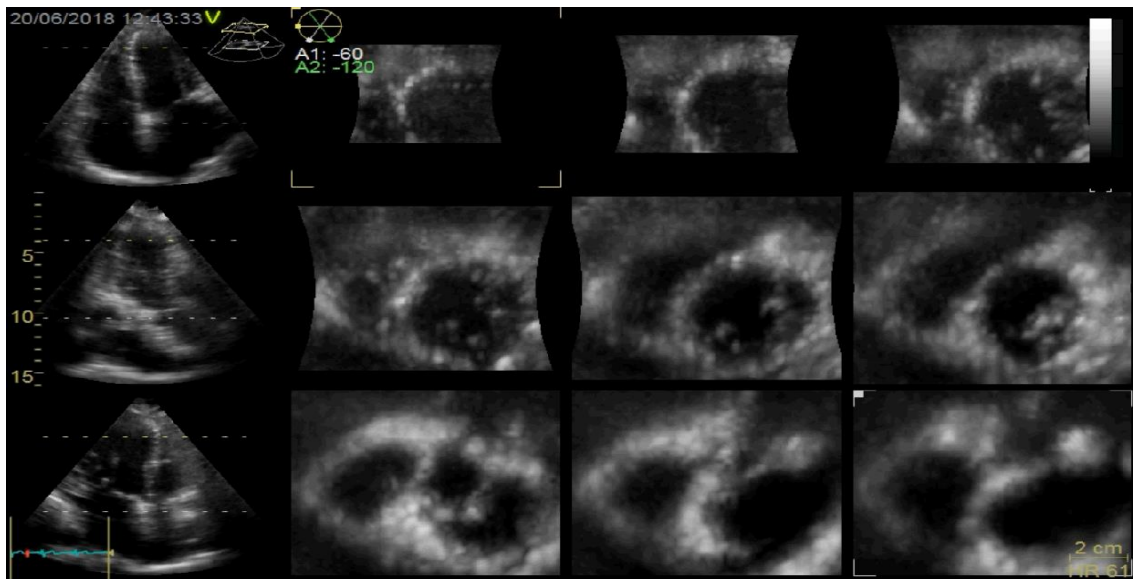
Tek ekspiryum sonunda, uygun kare hızı amacı ile gerçek zamanlı 3B ekokardiyografide art arda 4-6 vuruş (multi-beat) ile alınan sol ventrikül kesiti
